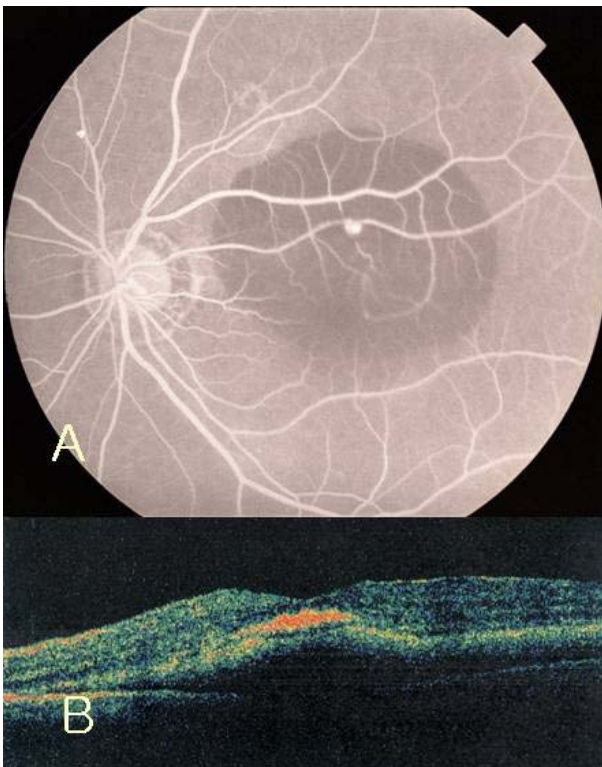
(A) Fluorescein angiogram (24 seconds) revealed round small hyperfluorescence (arrow) along the superior temporal arteriole corresponding to the yellowish lesion in the fundus photograph within the hypofluorescence area of subretinal hemorrhage. (B) Optical coherence tomography (OCT) showed retinal and subretinal hemorrhage, macular edema and epiretinal membrane.
